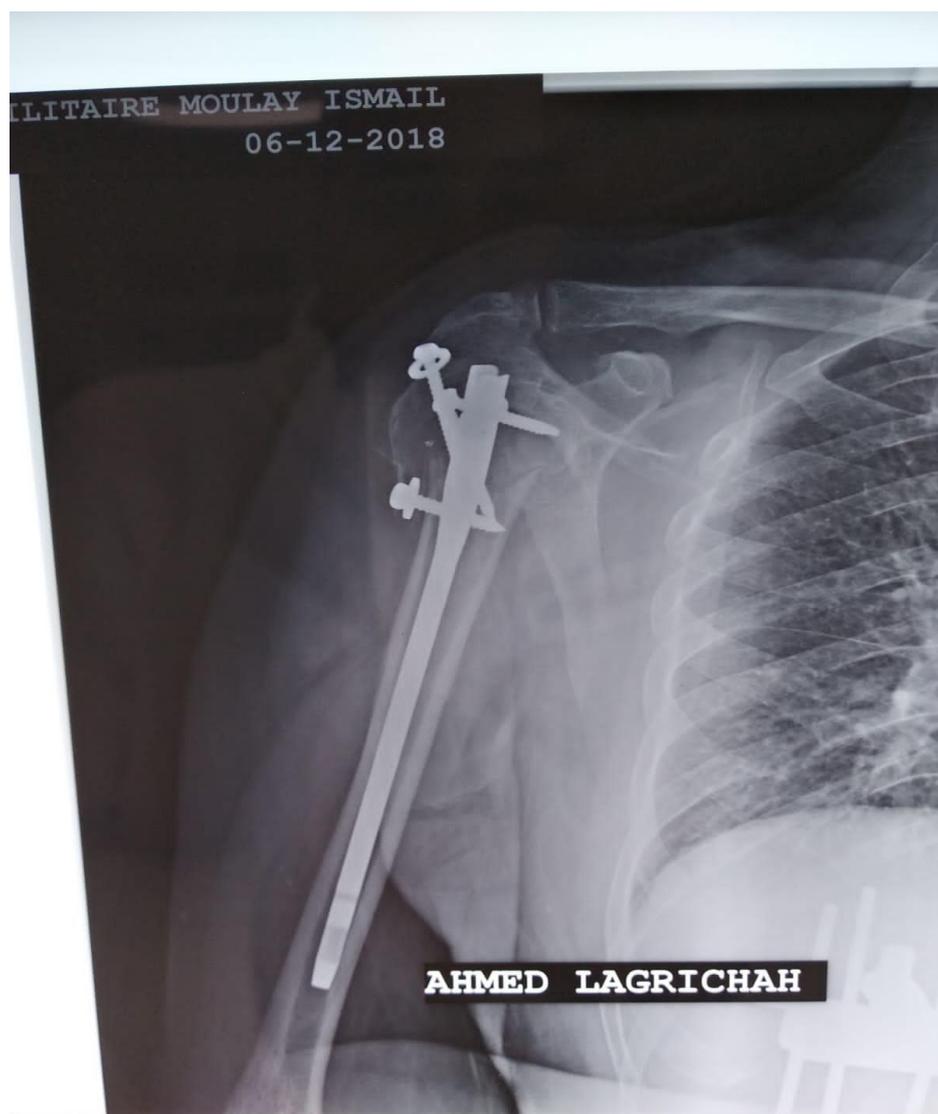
radiographie de contrôle après enclouage centromédullaire
